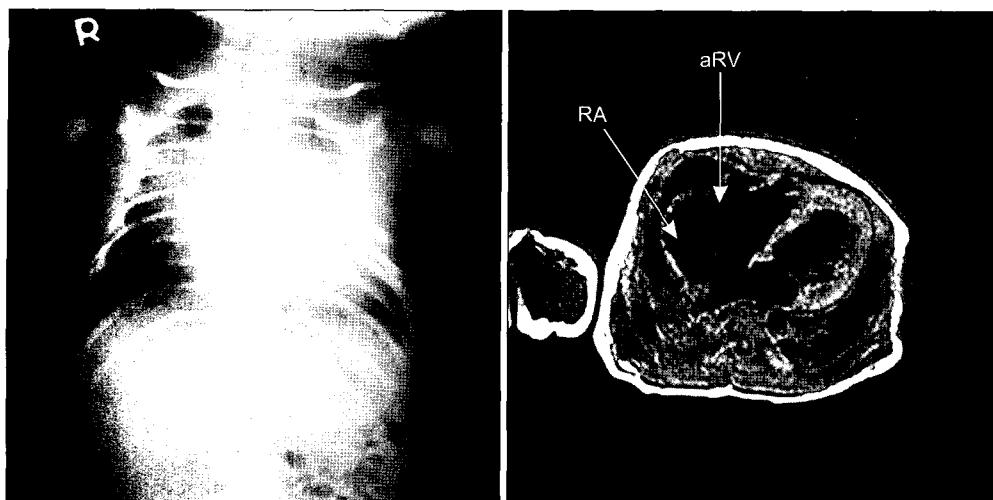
Preoperative chest AP and cardiac MRI showing severe cardiomegaly with huge atrialized right ventricle (aRV), RA=Right atrium; aRV=Atrialized right ventricle.
